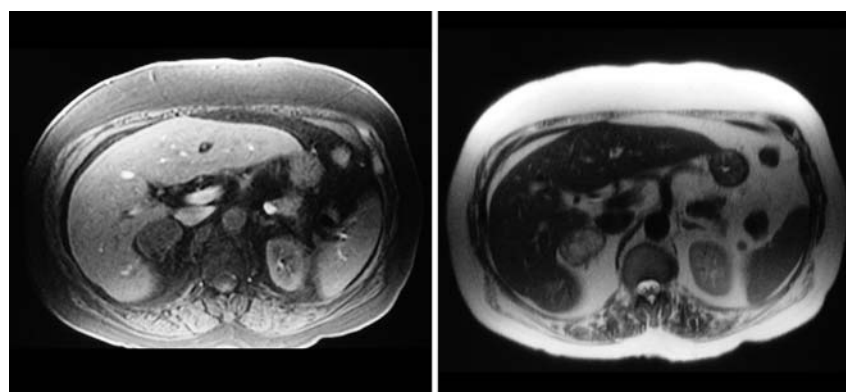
Resonancia magnética abdominal con delineación de un tumor suprarrenal derecho.
